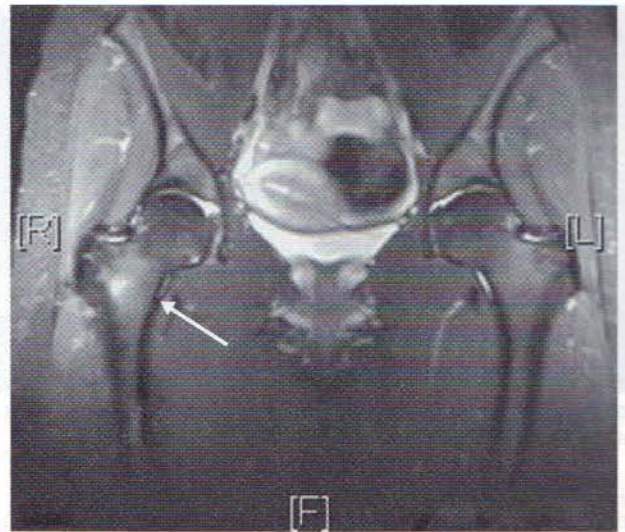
IRM coronală a pelvisului, ponderată T2, cu supresie a grăsimii, ce indică un semnal intensificat la nivelul colului femural drept (săgeată), conform cu fractura de solicitare. Pacientul era un schior fond de elită care remarcase debutul simptomelor după exerciții de „lansare”, care implică alergarea în amonte pe o pantă făcând salturi mari.
